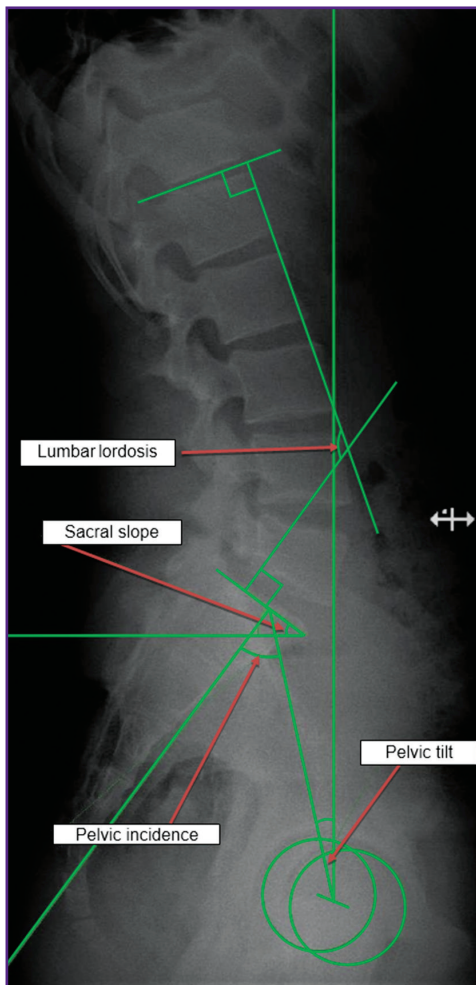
Углы позвоночно-тазового соотношения pelvic incidence, pelvic tilt, sacral slope, lumbar lordosis на рентгеновском снимке
